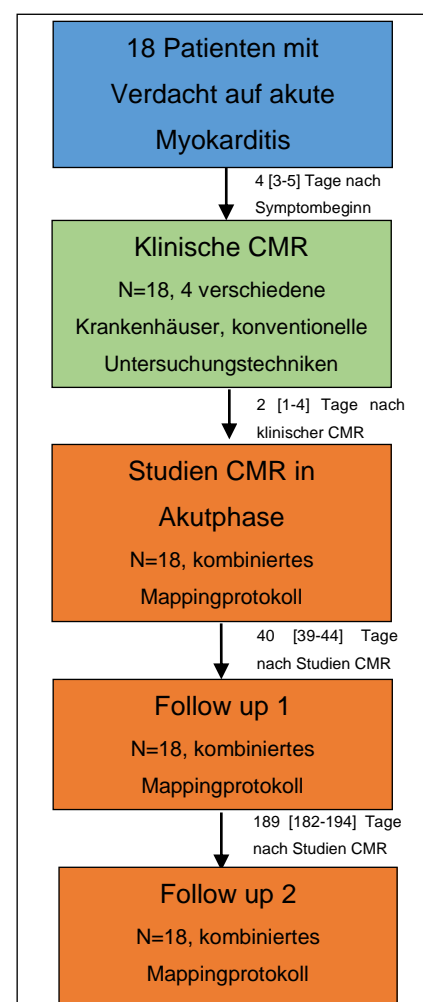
Ablauf der Studie. CMR=kardiovaskuläre Magnetresonanztomographie
